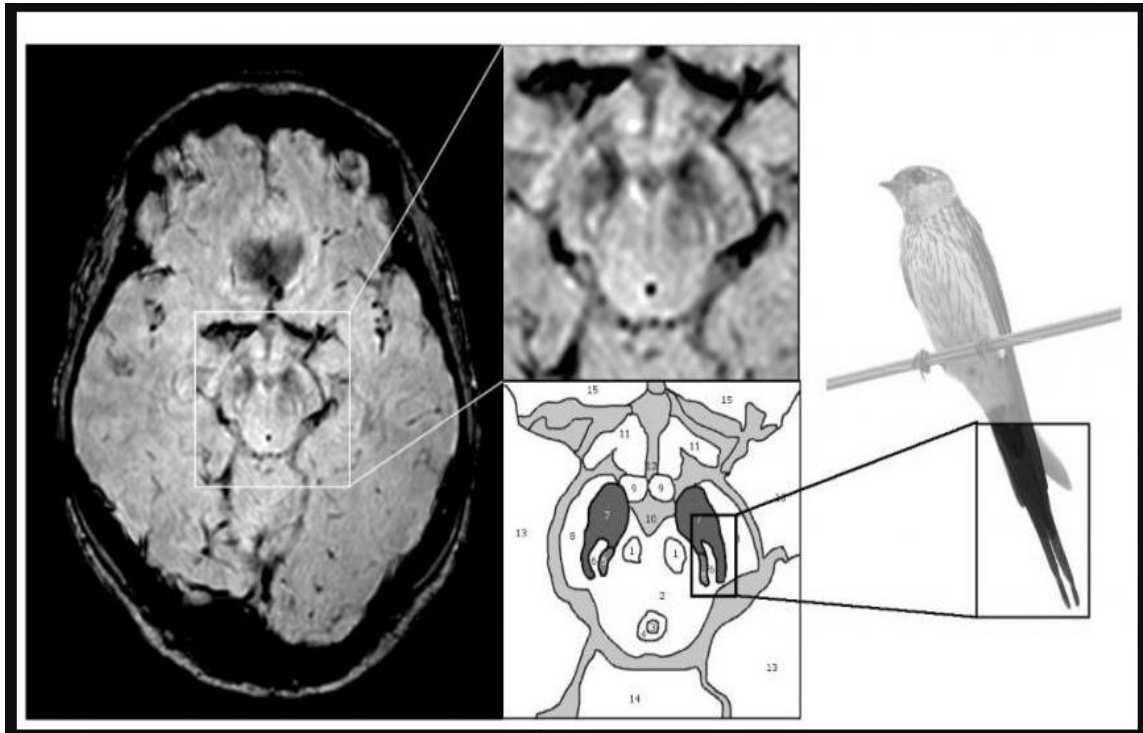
Магнитно-резонансная томограмма головного мозга (3 Тл, SWI) здорового человека. Аксиальный срез на уровне нигросомы с увеличенным изображением среднего мозга (а), по типу «хвоста ласточки» (б).
